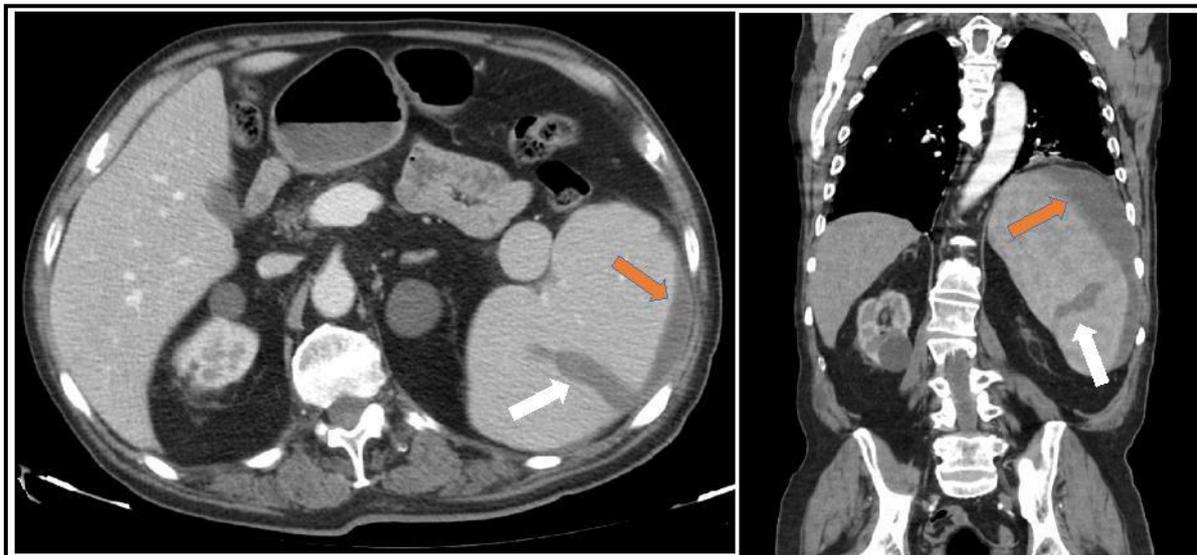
Lacerazione splenica (frecce bianche) e voluminoso ematoma sottocapsulare (frecce arancioni). Scansione TC assiale in fase portale (sinistra) e riformattazione coronale (destra).
